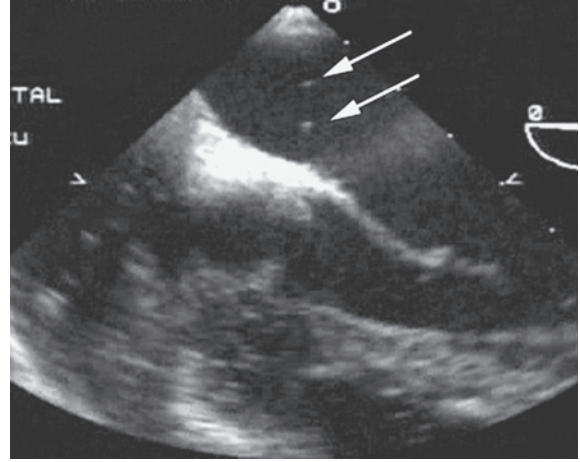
Transesophageal echocardiography with saline contrast material injection into the antecubital vein confirmed a significant entry of microbubbles into the left atrium.
